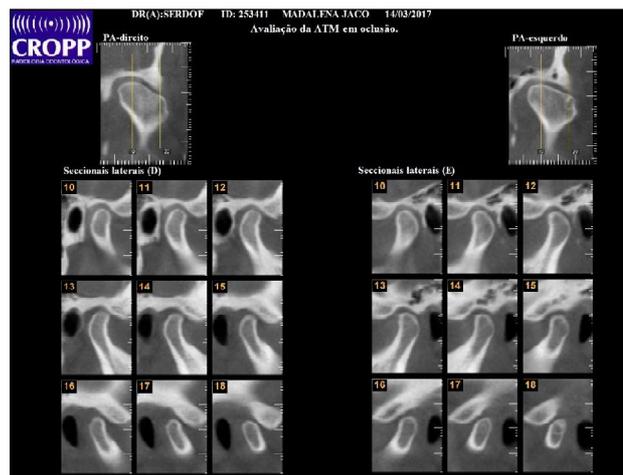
Imagem da tomografia da ATM direita, após a reabilitação
